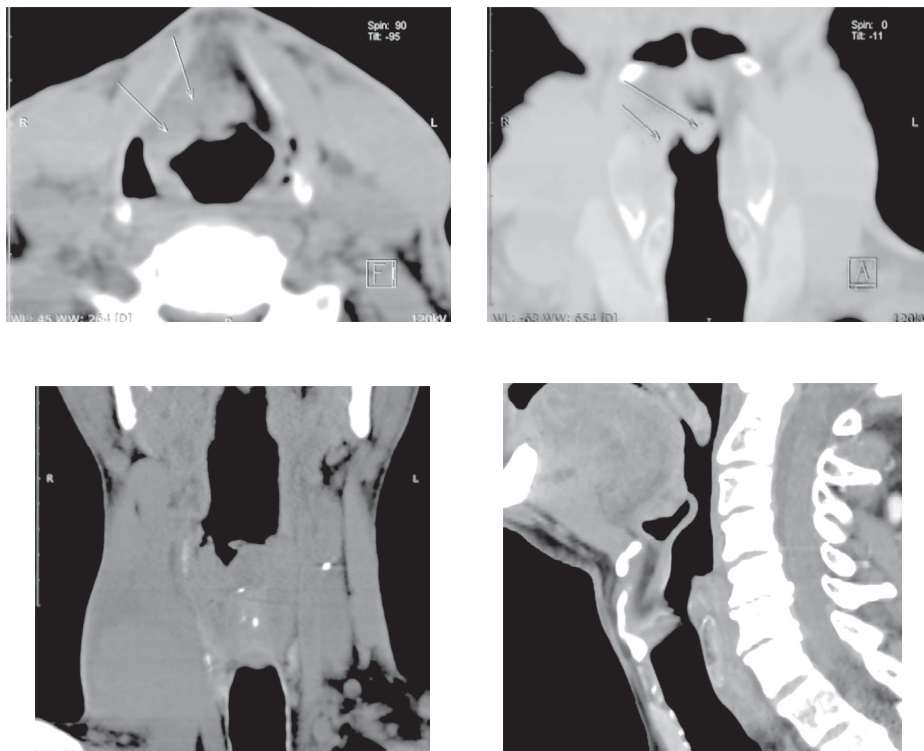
Examinarea laringelui prin tomografie computerizată (CT).
